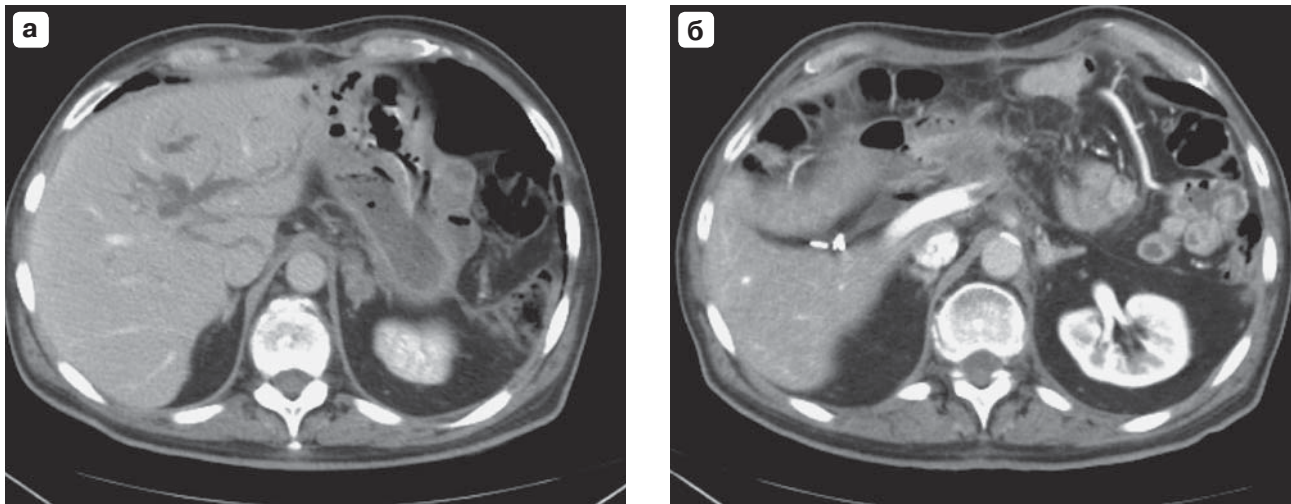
Состояние после дистальной резекции поджелудочной железы по поводу протоковой аденокарциномы, КТ-изображения. а – имеются признаки блока внепеченочных желчных протоков (расширенные внутрипеченочные протоки), метастатическое поражение левого надпочечника; б – местное распространение опухоли (гиподенсная зона без четких контуров), опухолевый тромбоз воротной вены. Скрепки в ложе желчного пузыря (клипированный пузырный проток после холецистэктомии).
